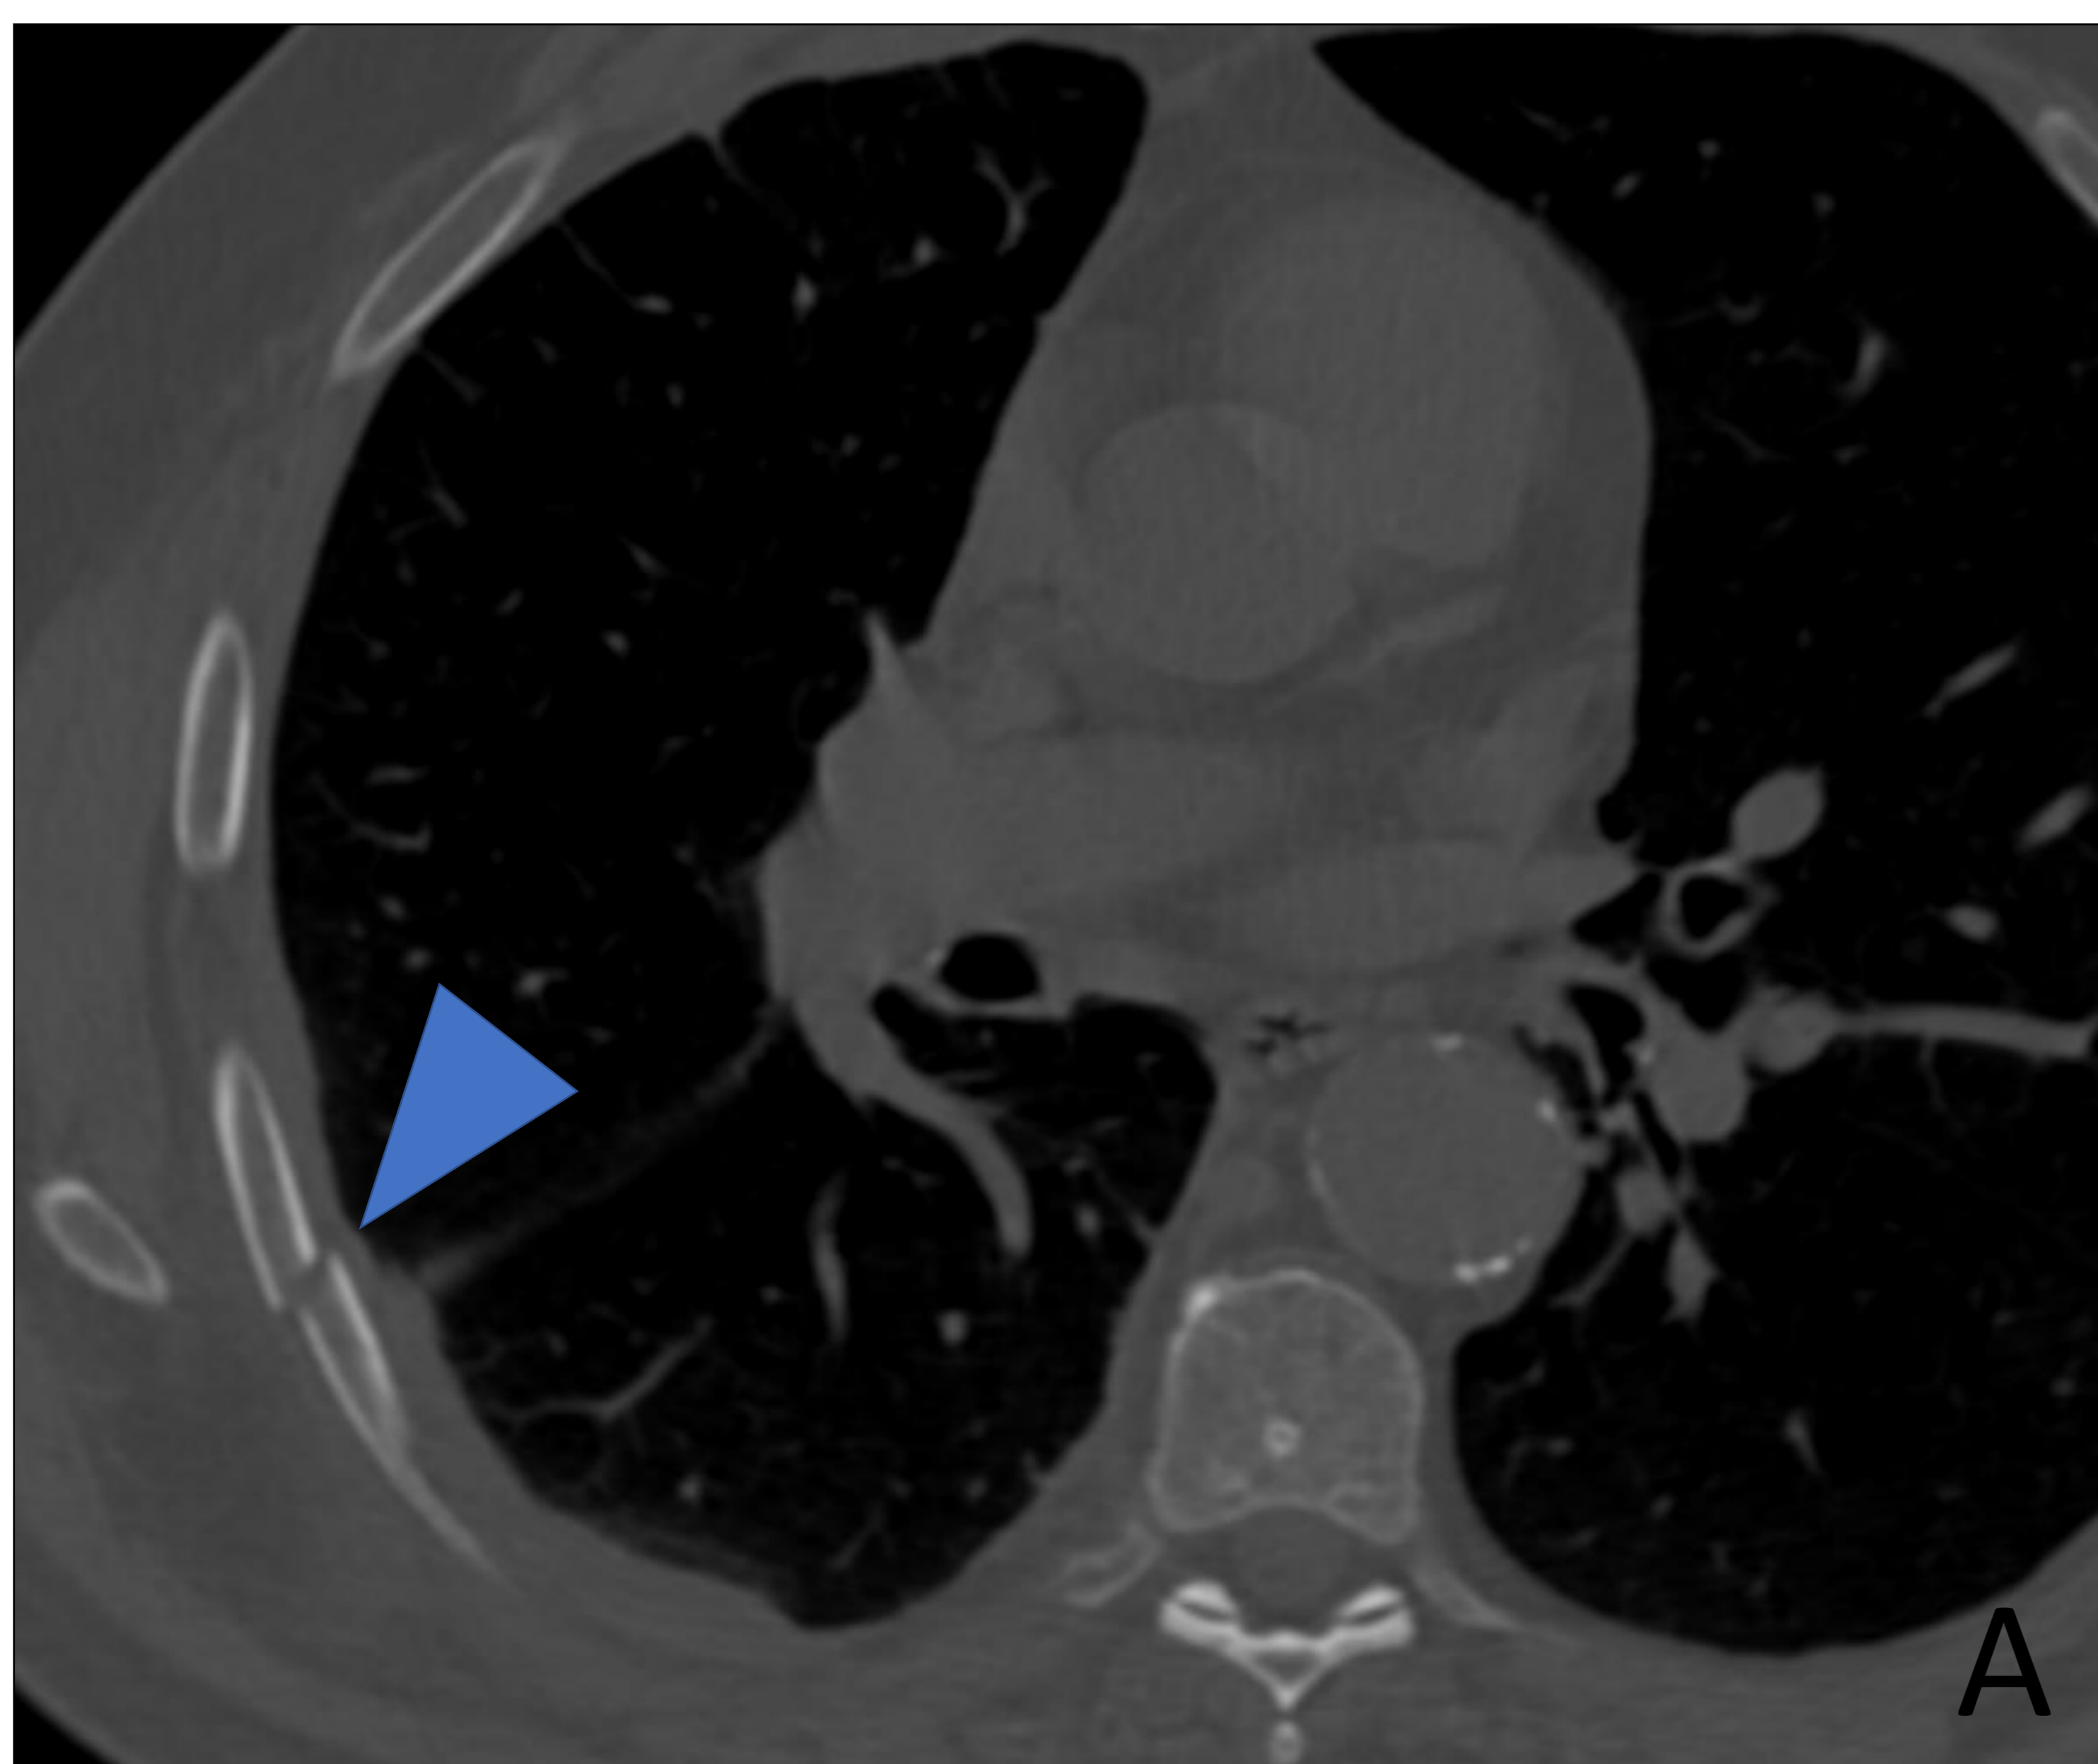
TC torácico basal inicial (A) y TC de control realizado con contraste yodado i.v. (B) en ventana de hueso que muestran una fractura costal derecha en el estudio inicial (A) y alteración de la consolidación con pseudoartrosis en el control (B) (puntas de flecha).
